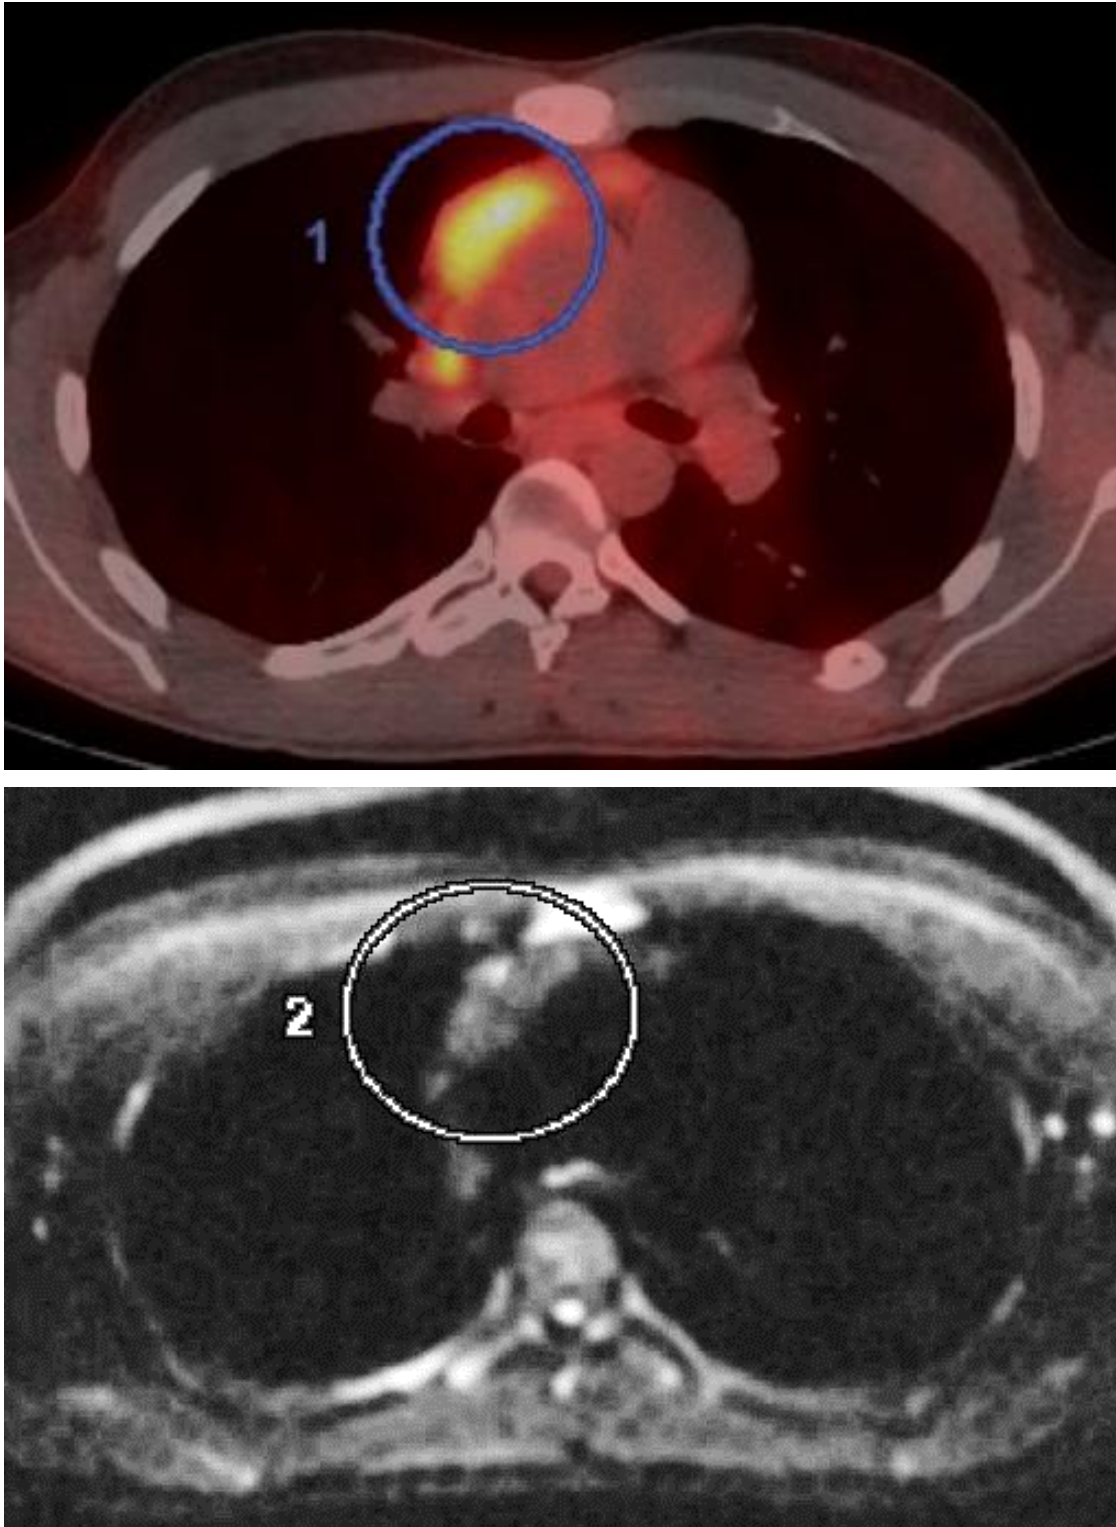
Лимфома Ходжкина, нодулярный склероз второго типа, IА стадия с поражением ВГЛУ. а) ПЭТ/КТ с ФДГ, конгломерат метаболически активных лимфоузлов переднего средостения (круг); б) ДВ МРТ, конгломерат лимфоузлов переднего средостения с ограничением диффузии (круг).
